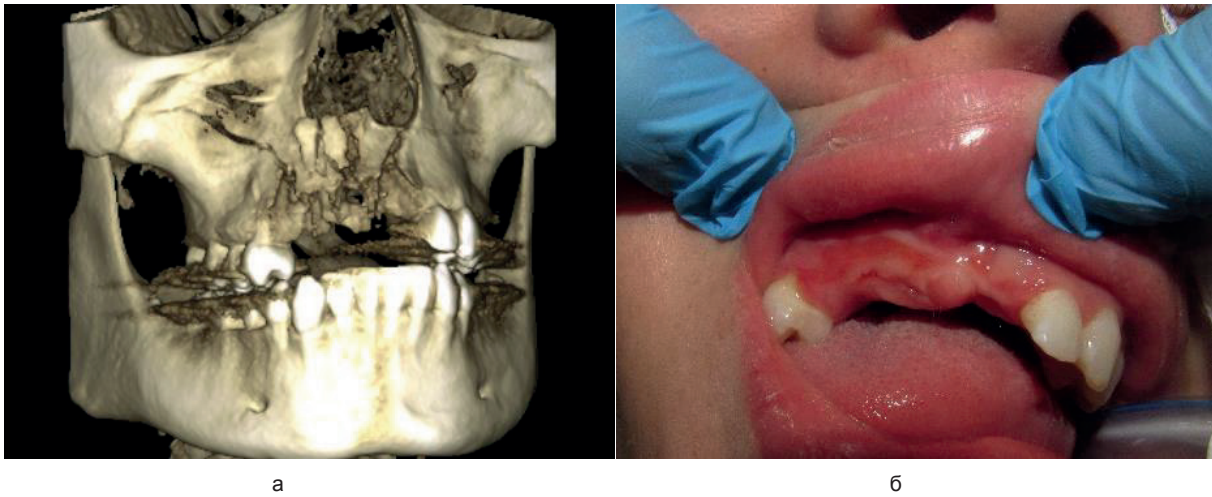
Пациентка С, 19 лет. Травматический аркообразный перелом альвеолярного отростка верхней челюсти с полным вывихом 13,12,11, 21. а – МСКТ; б – вид дефекта в полости рта (собственные исследования Людчик Т.Б.)
